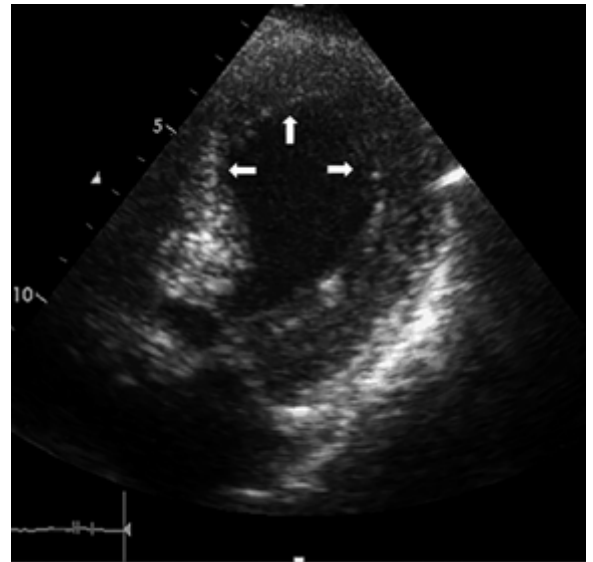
Vista apical del ecocardiograma de dos cámaras donde se observa la imagen típica de apical ballooning de takotsubo (flechas).
